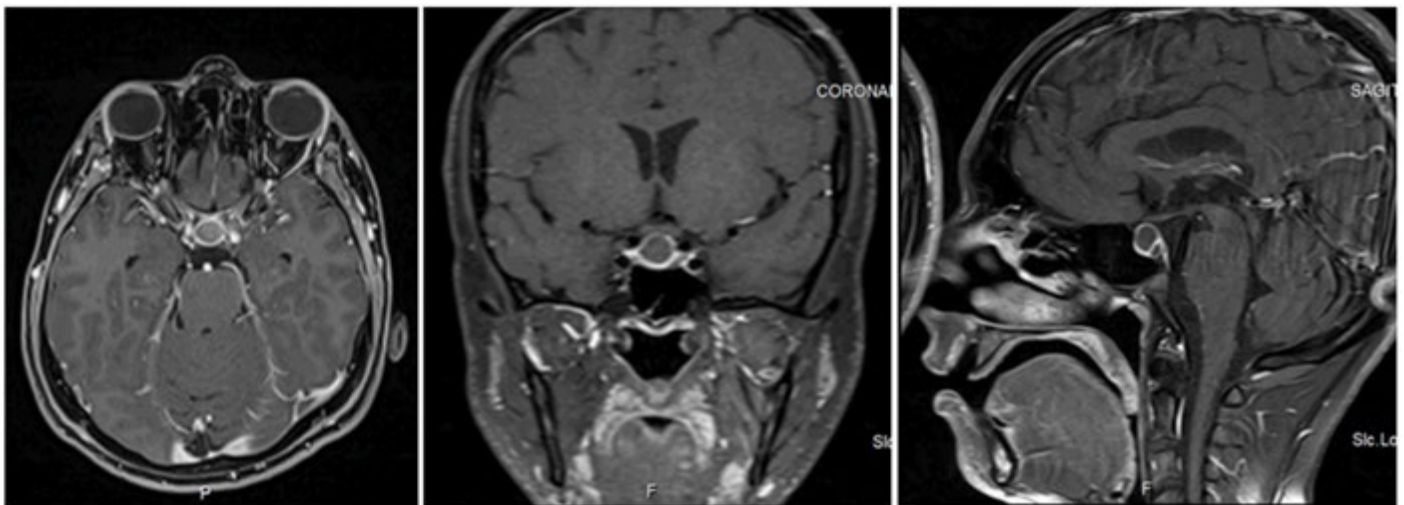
Ressonância magnética com contraste evidenciando lesão expansiva
